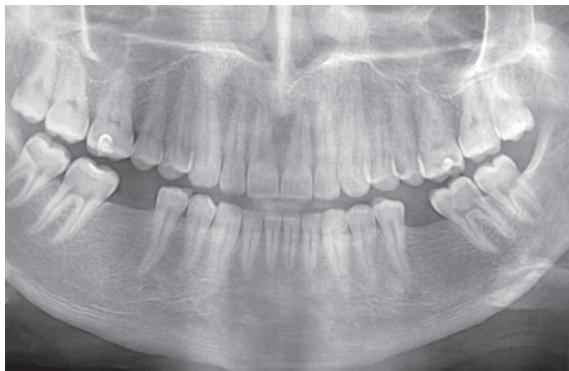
Pacient M. Ortopantomografia preimplantară (OPG1)
